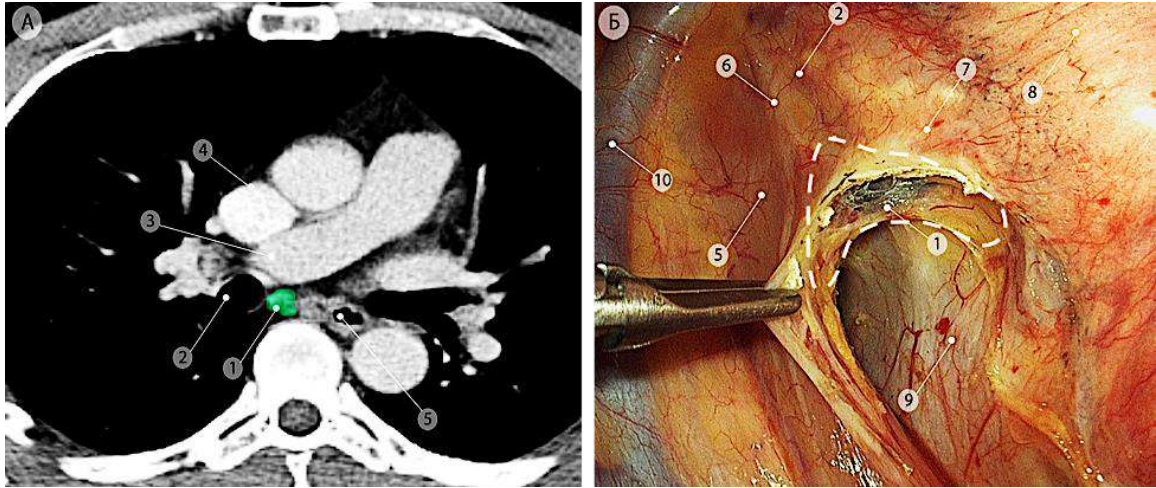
Правые задние корневые лимфоузлы (группа 10R), отмечены зелёным цветом. а – компьютерная томограмма (аксиальная проекция); б – интраоперационная эндоскопическая фотография, вид из правой плевральной полости на заднюю поверхность корня правого лёгкого. Пунктирной линией показаны границы удаления блока узлов с окружающей задней корневой клетчаткой. 1 – правые задние корневые лимфоузлы (группа 10R); 2 – правый главный бронх; 3 – правая лёгочная артерия; 4 – верхняя полая вена; 5 – пищевод; 6 – правый блуждающий нерв; 7 – промежуточный бронх; 8 – нижняя доля правого лёгкого; 9 – задняя стенка перикарда; 10 – непарная вена
